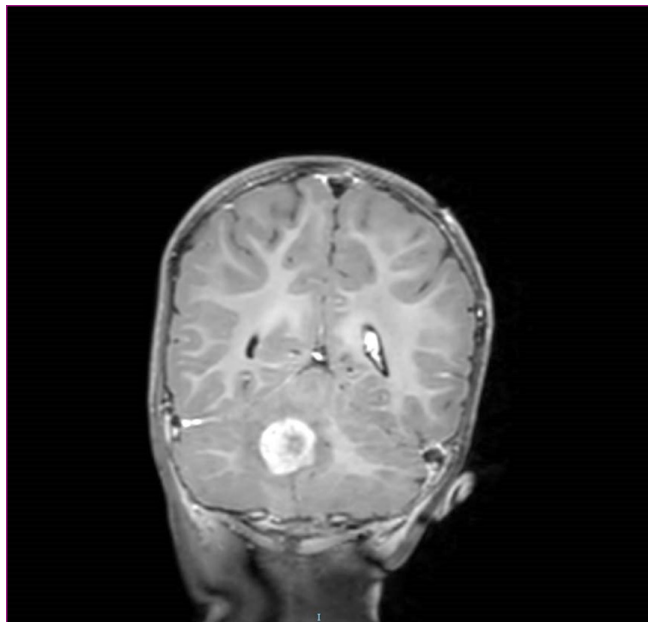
Imagen de resonancia magnética en corte frontal donde se visualiza el tumor de fosa posterior.
